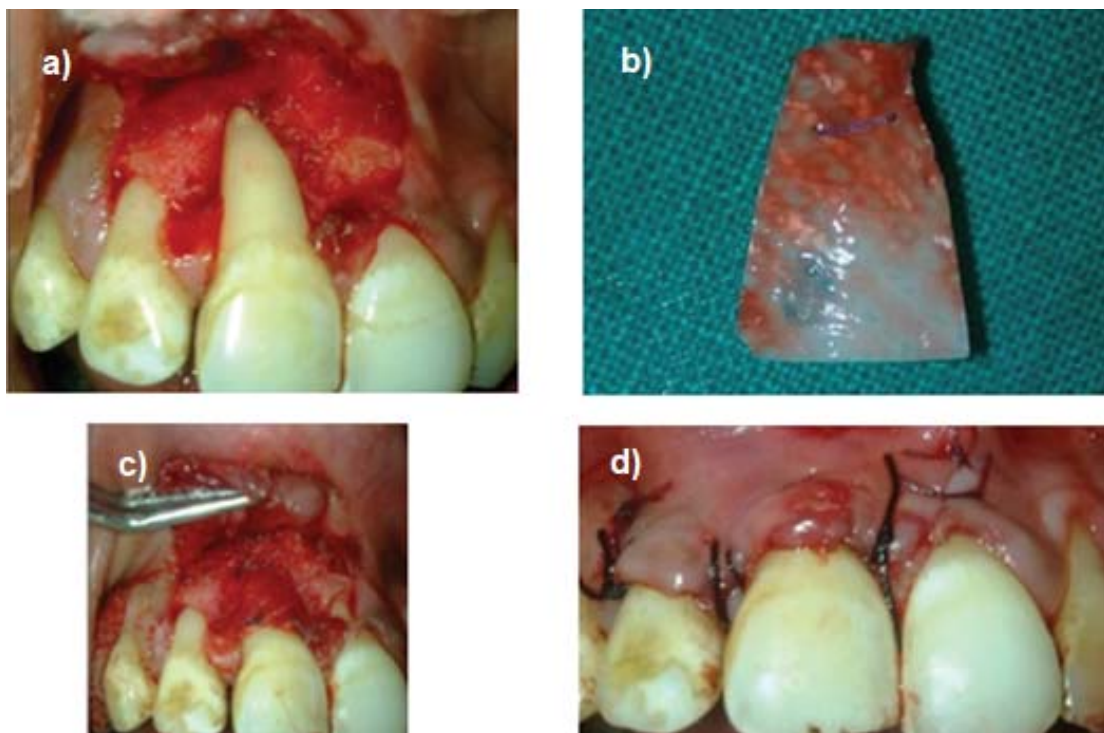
a) levantamiento del colgajo, b) membrana conformada, c) colocación de la membrana en el lecho receptor y sutura, d) desplazamiento coronal del colgajo y sutura en la técnica de colgajo desplazado coronal combinado con RTG.
